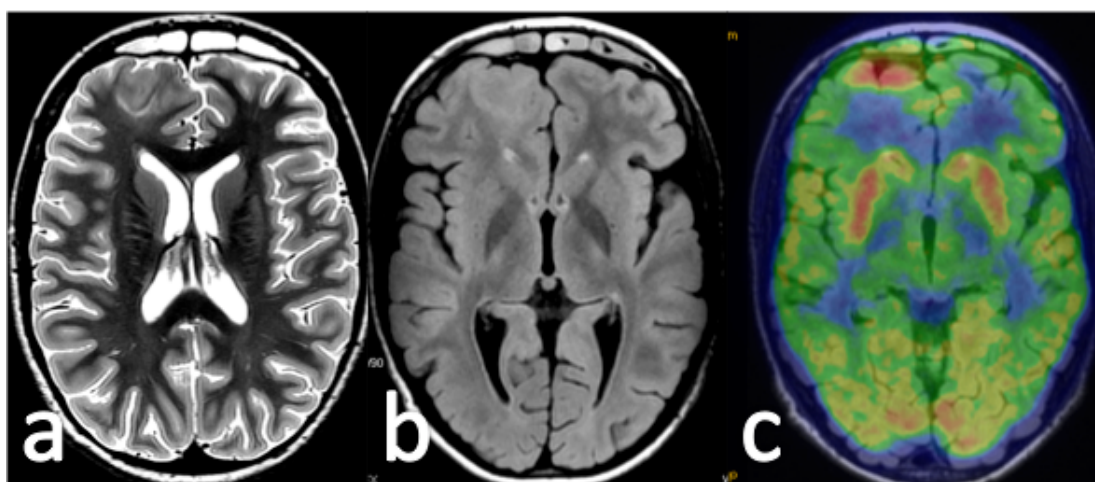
Status epiléptico en paciente con displasia cortical focal frontal derecha. Cortes axiales con secuencias T2 (a) y FLAIR (b) que muestran borrosidad del margen cortical e hiperintensidad yuxtacortical triangular con vértice dirigido al ventrículo. El PET corregistrado con la RM (c) muestra hipometabolismo global salvo en corteza visual y en ganglios basales, con marcado hipermetabolismo en la corteza correspondiente a la displasia cortical focal.
